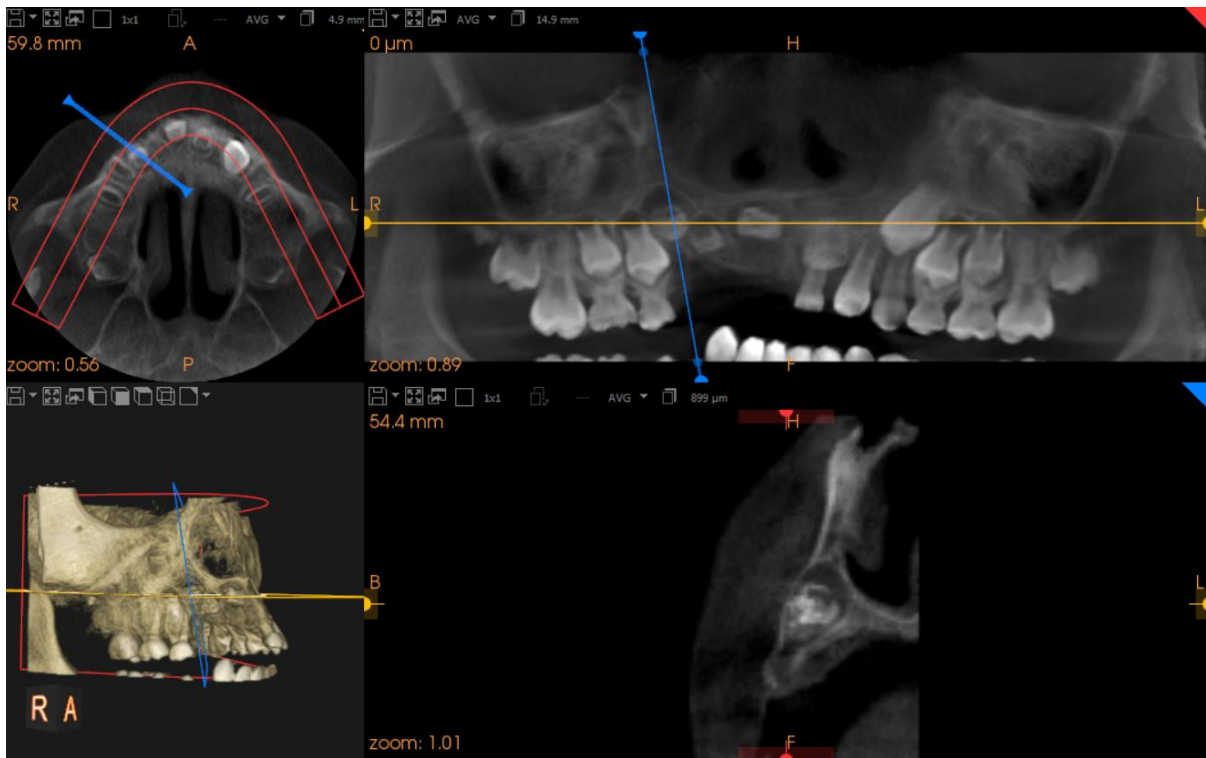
(A) *Panoramic reconstruction* menunjukkan kehilangan gigi 51, 52, dan 53. Benih gigi 11, 12, 13 berukuran lebih kecil dibandingkan gigi kontralateral, pembentukan mencapai 1/3 tengah mahkota dan belum erupsi. Gigi 61 resorpsi akar mencapai 1/3 apikal, benih gigi 21 juga berukuran kecil, pembentukan akar mencapai 1/3 servikal dan belum erupsi. (B) Gambaran 3D CBCT menunjukkan tidak tampak asimetri wajah dan pertumbuhan tulang wajah tampak normal.
